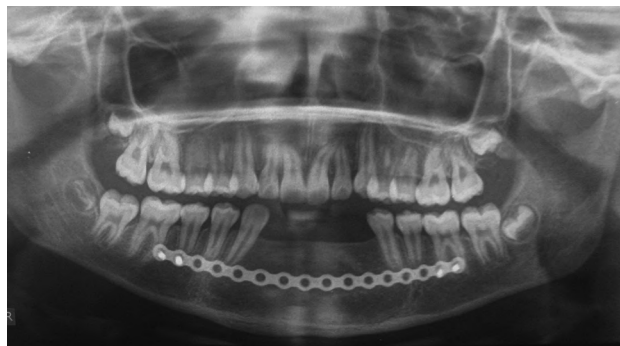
Radiografía panorámica de control posoperatorio a un año.
